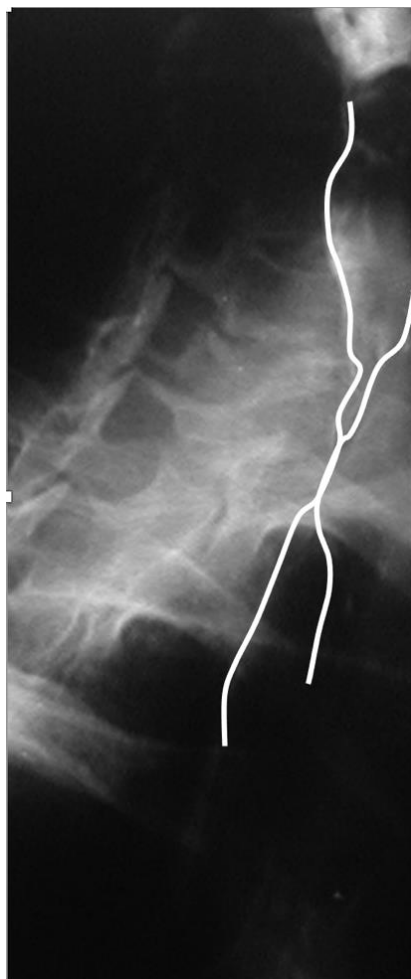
Рентгеноконтрастное исследование пищевода препаратом бария
